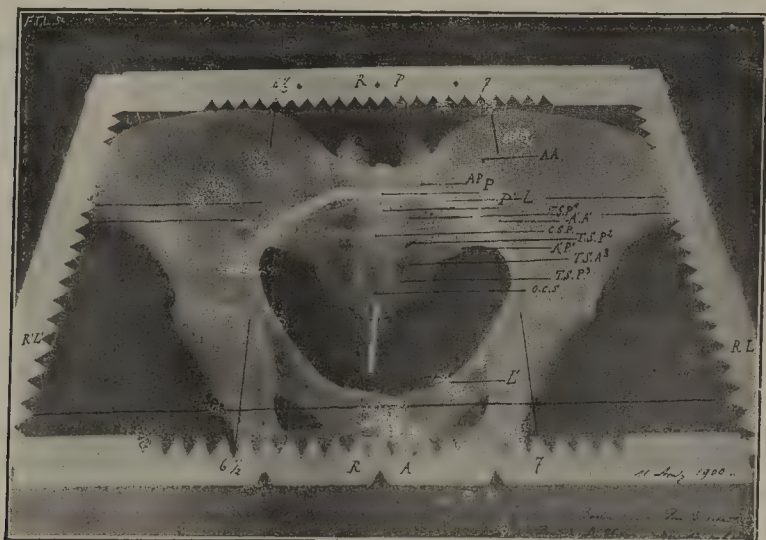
Radiographie d'un bassin sec, le squelette est couché sur le dos.
